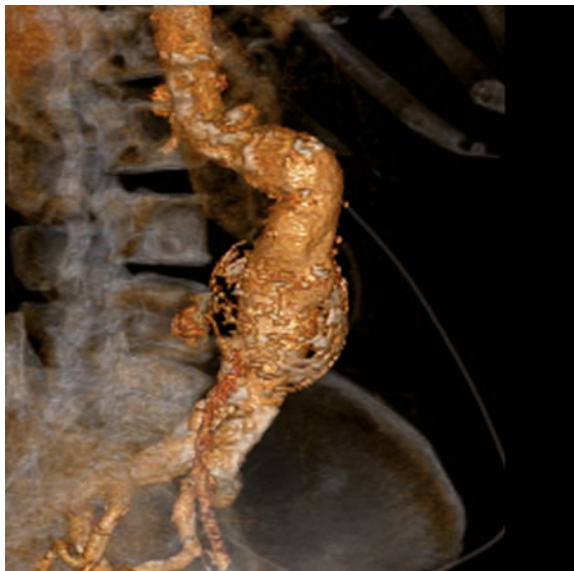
Tomografía con reconstrucción 3D que muestra el aneurisma de aorta abdominal infrarrenal con tortuosidades graves.
